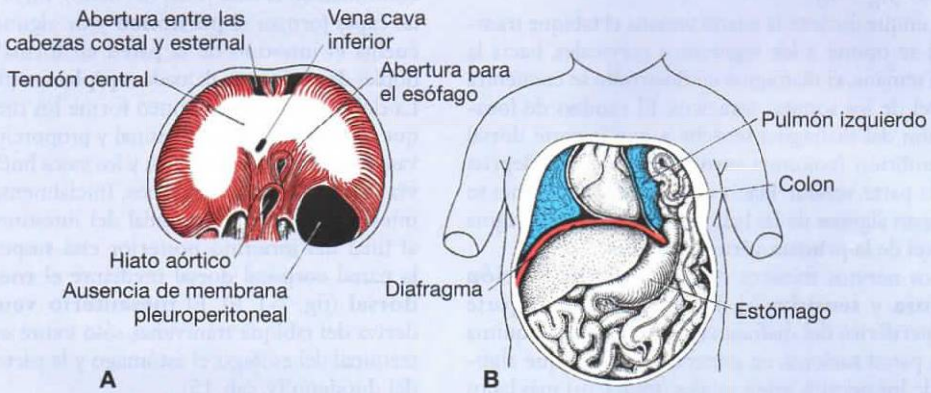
Hernia diafragmática congénita. A. Superficie abdominal del diafragma que muestra una extensa anomalía de la membrana pleuroperitoneal. B. Hernia de las asas intestinales y parte del estómago dentro de la cavidad pleural izquierda. El corazón y el mediastino frecuentemente son empujados hacia la derecha y el pulmón izquierdo queda comprimido. C. Radiografía de un recién nacido con una extensa anomalía en el lado izquierdo del diafragma. Las vísceras abdominales han pasado al tórax a través de este defecto.
